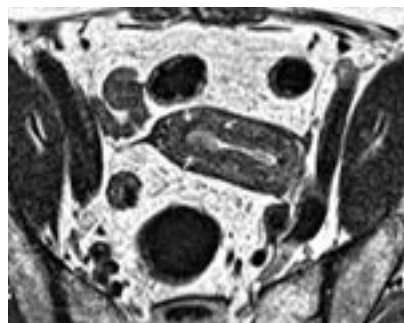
МР-томограмма органов малого таза (T2-ВИ в плоскости, перпендикулярной оси полости матки). Рак эндометрия с инвазией в миометрий более 1/2 толщины. Стрелками указано гиперинтенсивное опухолевое образование эндометрия, имеющее нечеткие и неровные контуры, с глубокой инвазией в миометрий, максимально выраженной по передней стенке матки.
